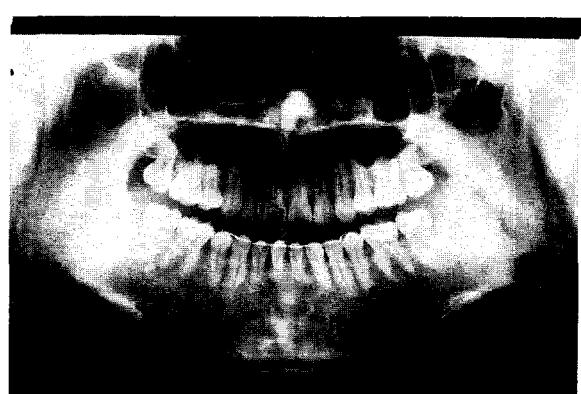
B. 치료후 orthopantomogram.
